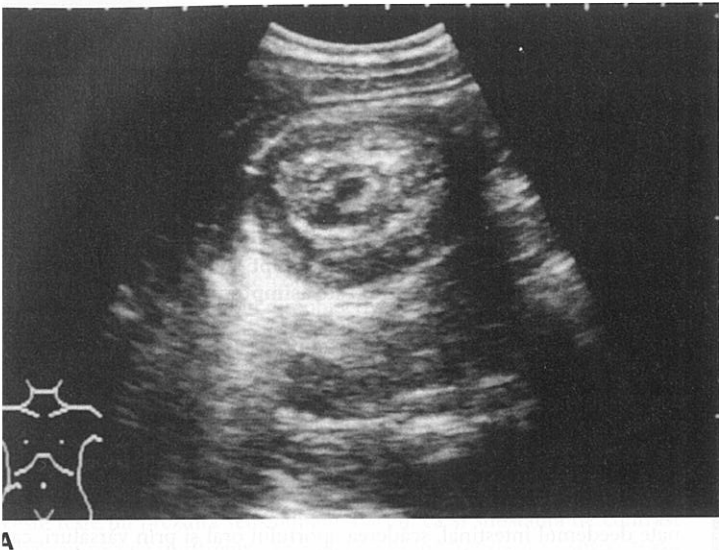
A și B. Imagine ecografică de invaginație, aspectul clasic „de cocardă” sau de intestin în intestin. [Reprodusă cu permisia Ma OJ, Mateer JR, Blavias M: *Emergency ultrasound*, ediția a II-a. © 2008, McGraw-Hill, New York, Figura 9-15.]
